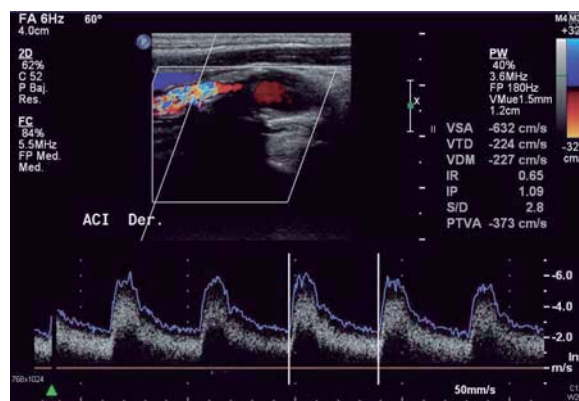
Imagen de eco-doppler color. Estenosis severa de carótida interna
